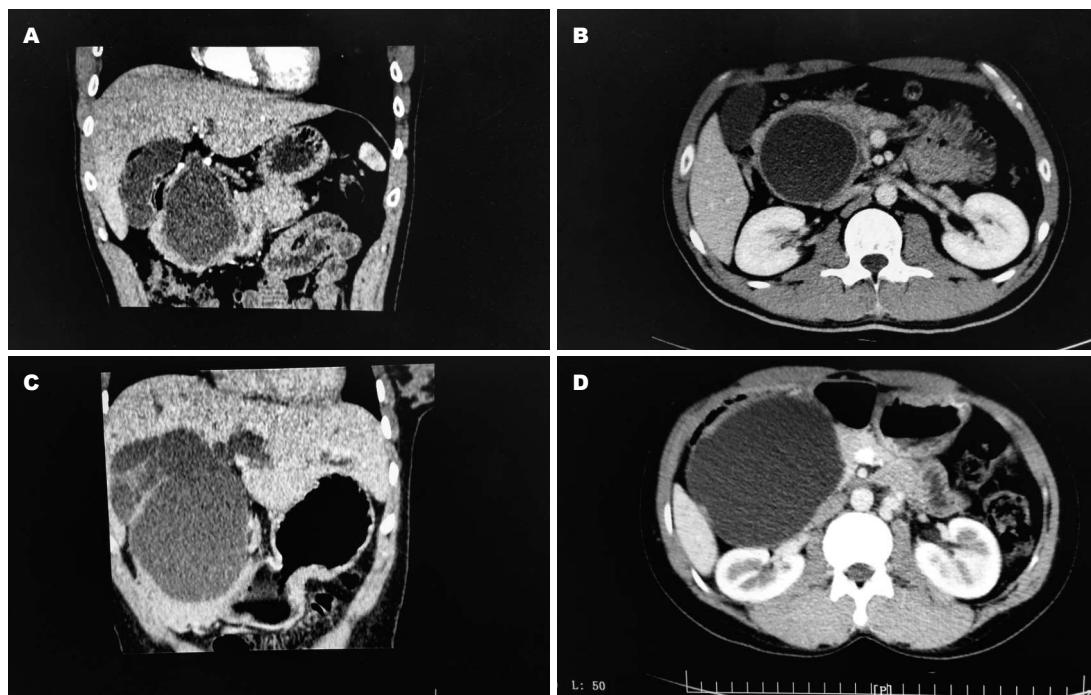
患者腹部CT扫描。A, B: 病例1腹部CT扫描; C, D: 病例2腹部CT扫描。A: 明显扩张的胆总管和胆囊; B: 扩张的胆总管胰腺段; C: 极度扩张的胆总管及胆囊; D: 极度扩张的胆总管胰腺段。
